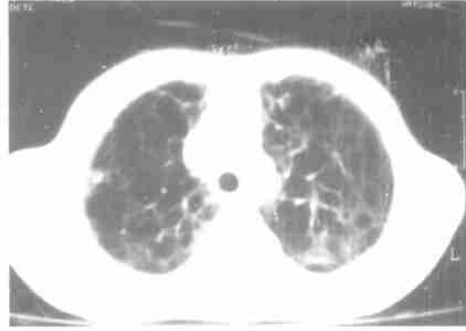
特发性肺纤维化 CT 肺窗示小叶间隔呈网状或线状增厚, 蜂窝状低密度影
